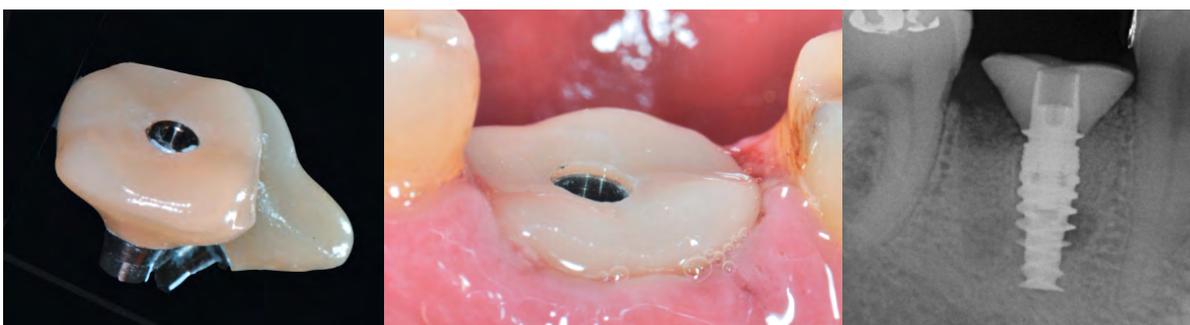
à gauche : pilier de fermeture alvéolaire (SSA) réalisé par CFAO, au centre : pilier SSA mis en place sur l'implant, à droite : radiographie rétro-alvéolaire post-opératoire (62).
